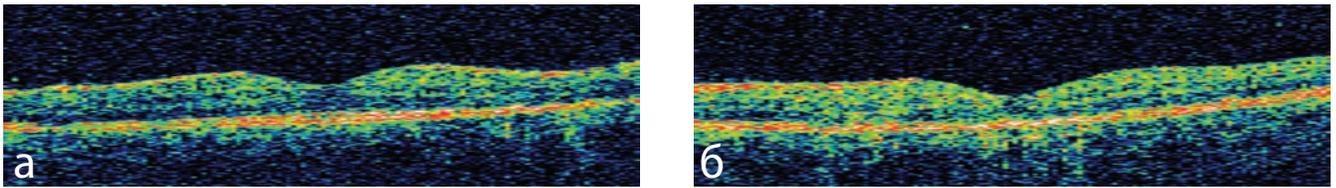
Томограмма макулярной области правого (а) и левого (б) глаз при осмотре через 1 неделю
